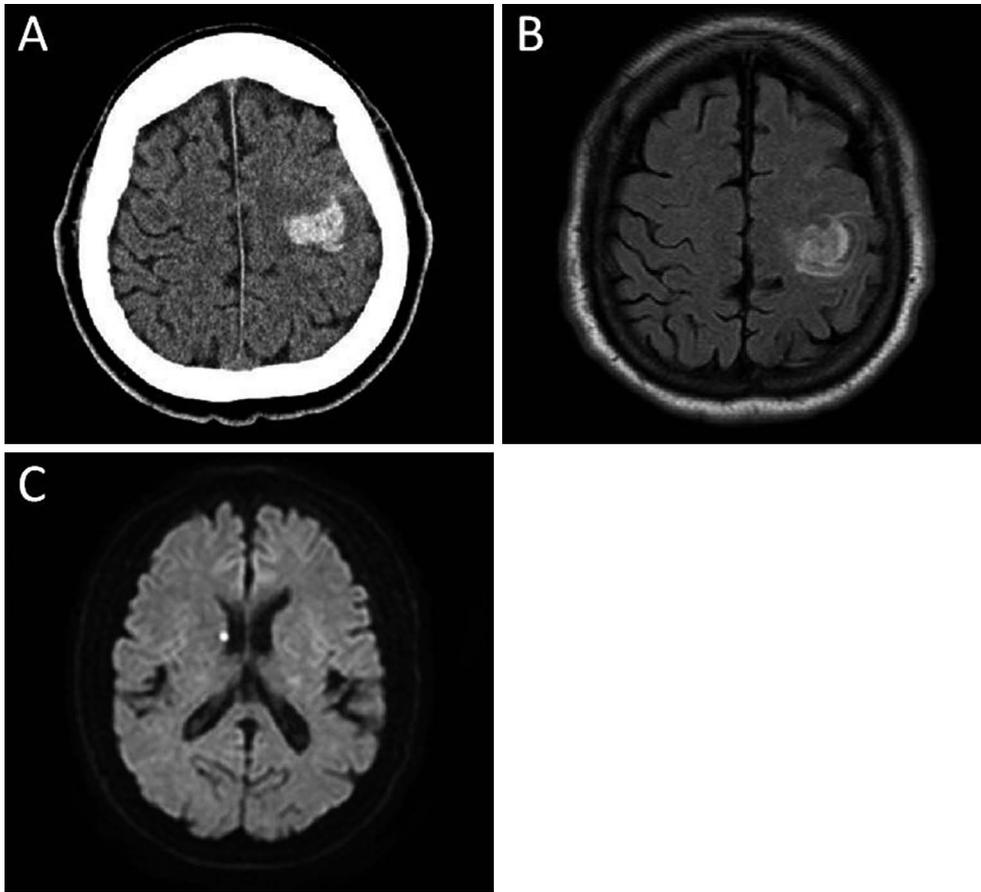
Brain CT and MRI scans on admission (A, B) and on day 9 (C).
